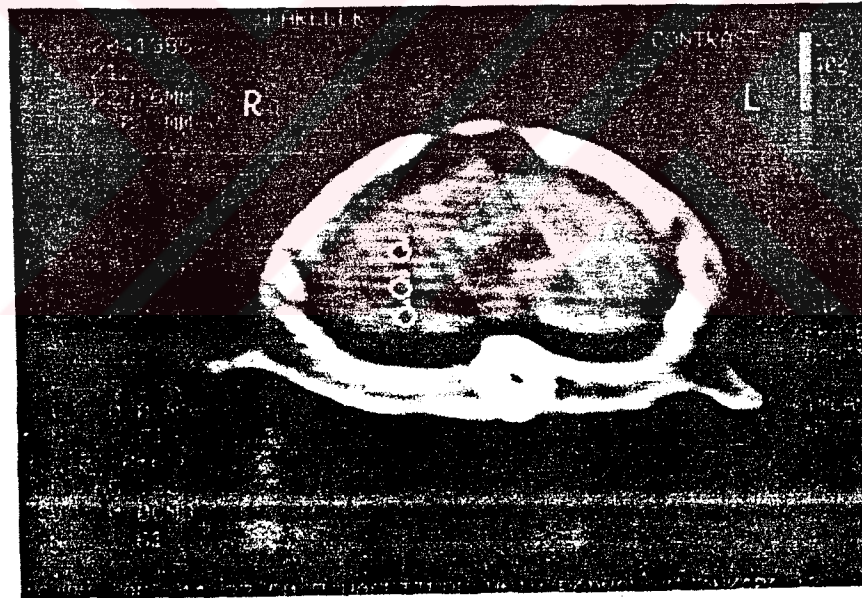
E₂ Lipozomunun Enjeksiyonundan Önce Böbrek CT Görüntüsü
